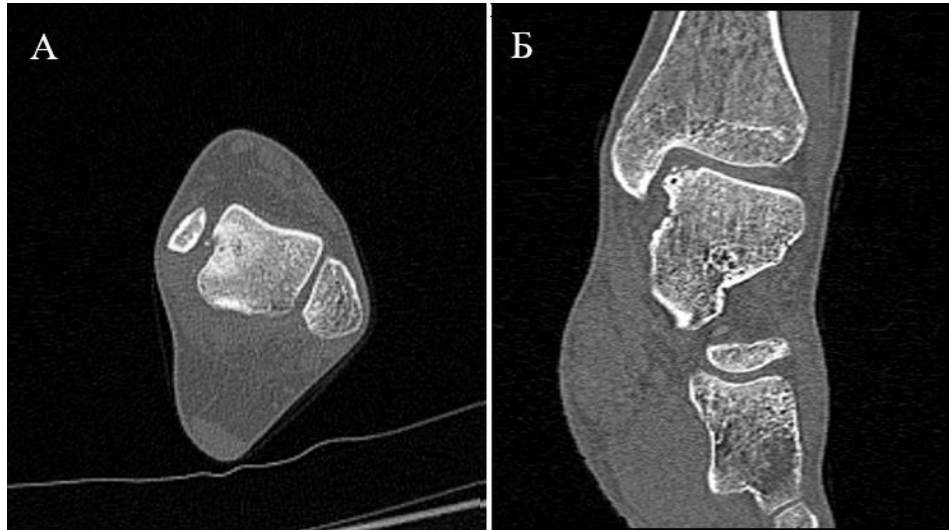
Пациентка Ш., 22 лет. КТ левого голеностопного сустава через 12 месяцев после операции: А – аксиальная плоскость; Б – сагиттальная плоскость.
